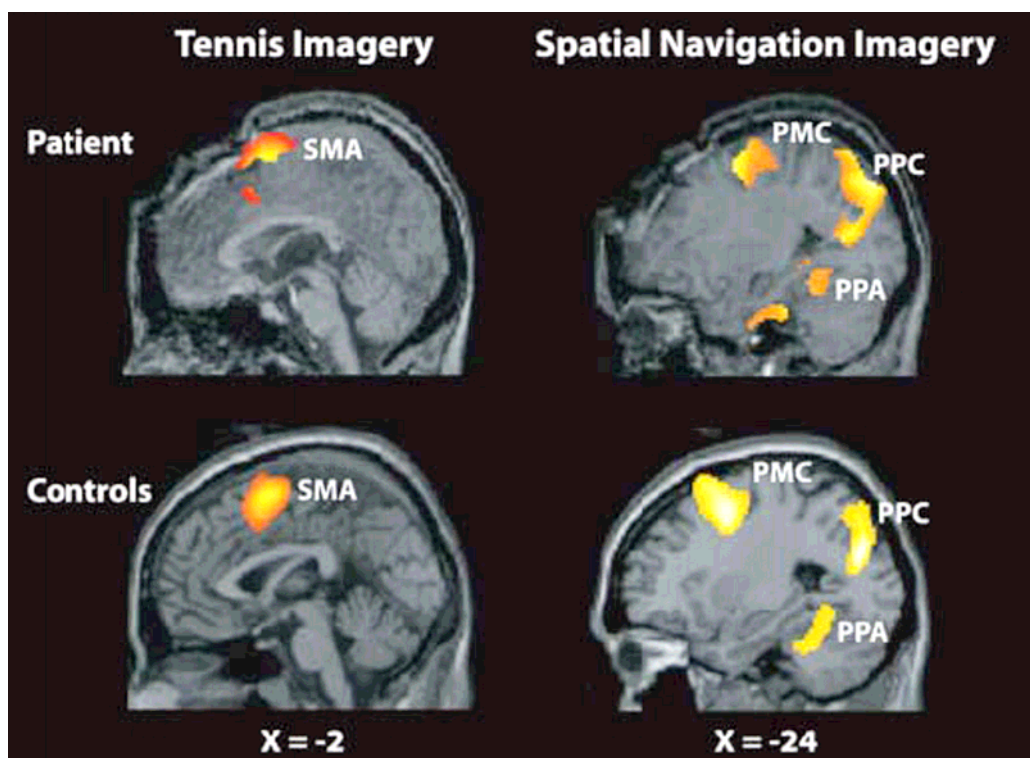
Magnetresonanztomographie - Imaging eines Patienten und Kontrollgruppe von 12 Personen. Die Personen wurden gebeten sich Tennis Spielen vorzustellen außerdem wurden sie gebeten durch ihr Haus zu gehen, was mit räumlichen Vorstellungsvermögen bezeichnet in. (der x-Wert in mm ist eine räumliche Angabe, die sich auf die Aufnahme bezieht), aus⁶²
